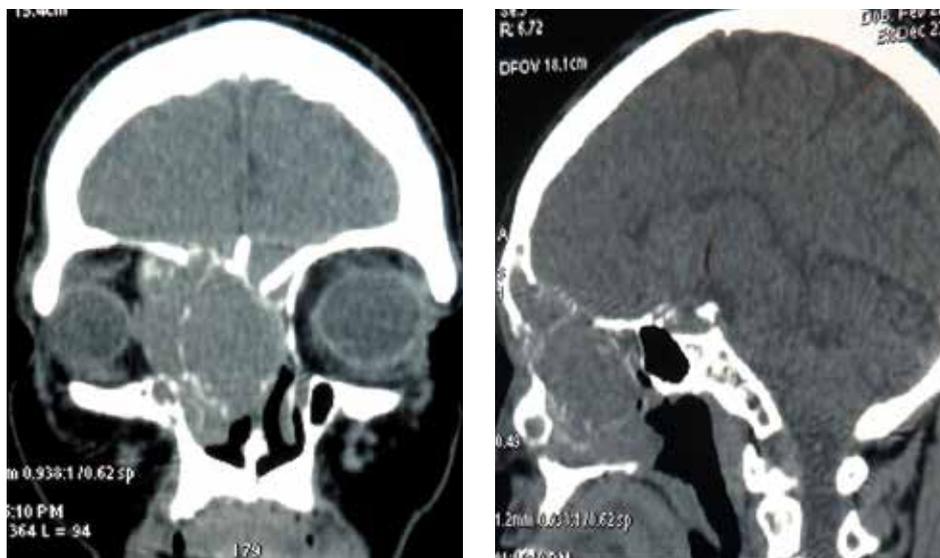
Больная М. Компьютерная томограмма черепа в 2 проекциях: в решетчатой кости определяется неоднородное образование с прорастанием в правую верхнечелюстную пазуху, правую полость носа, правую глазницу, с разрушением костной стенки передней черепной ямки
